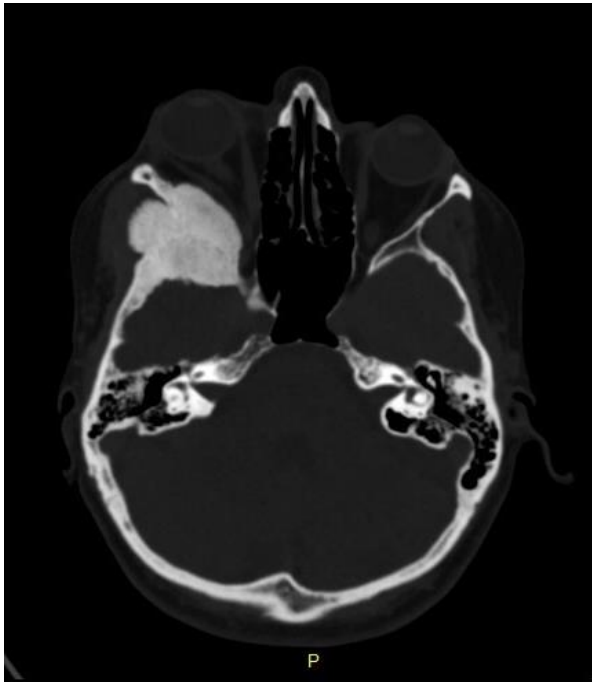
Méningiome sphéno-orbitaire unilatéral droit, TDM cérébrale, coupe axiale en fenêtre osseuse.
